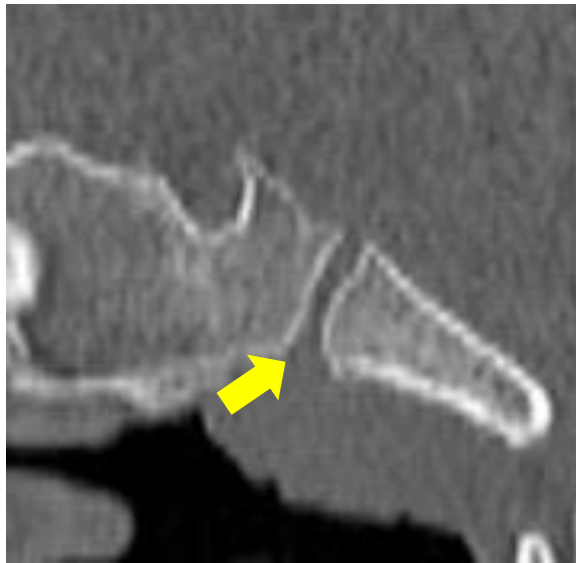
ZMS matürasyonunda 5. evrenin BT görüntüsü.
